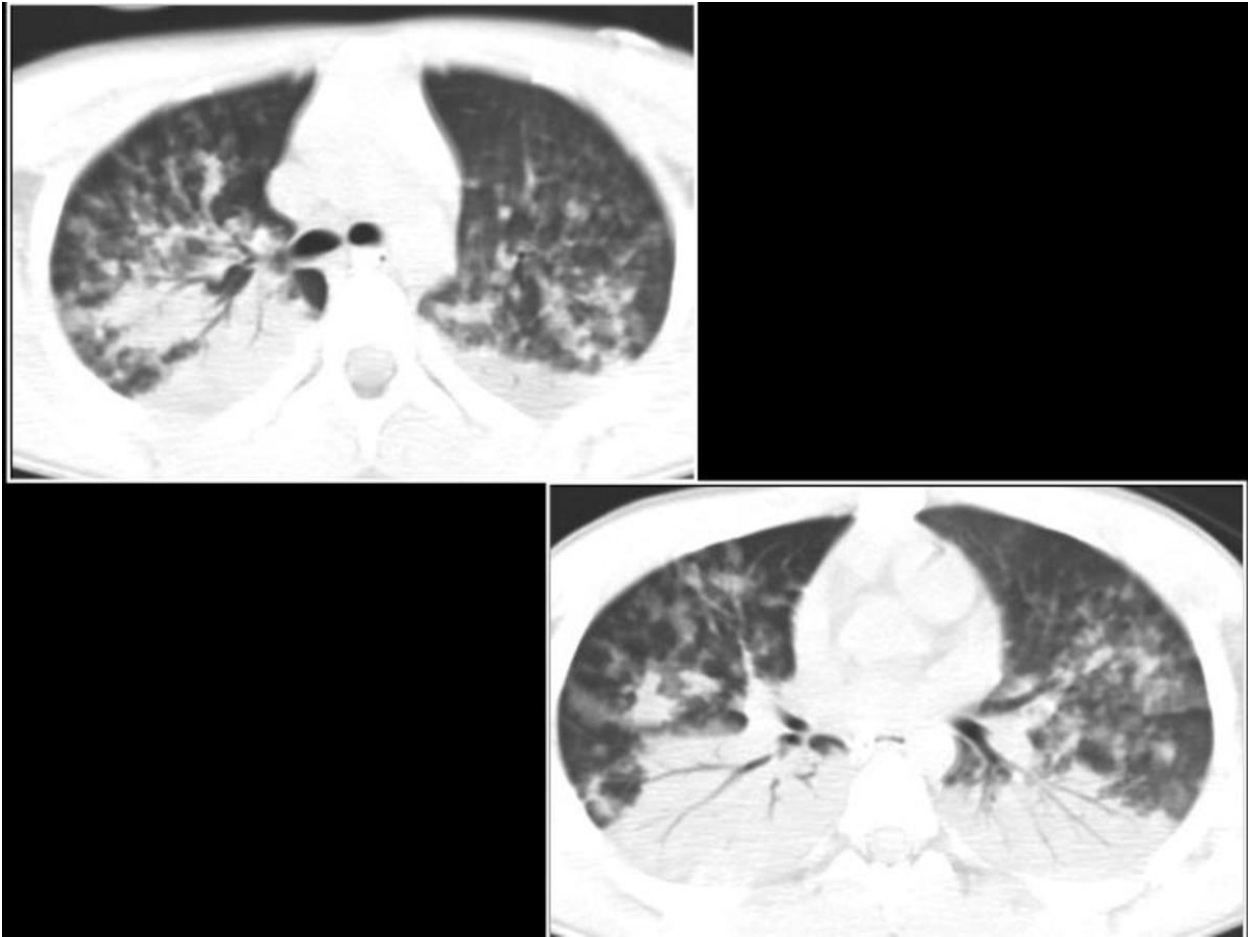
TC Torácico: Extensas áreas de infiltrados alveolares bilaterales, con zonas de consolidación, de predominio en hemitórax derecho.
